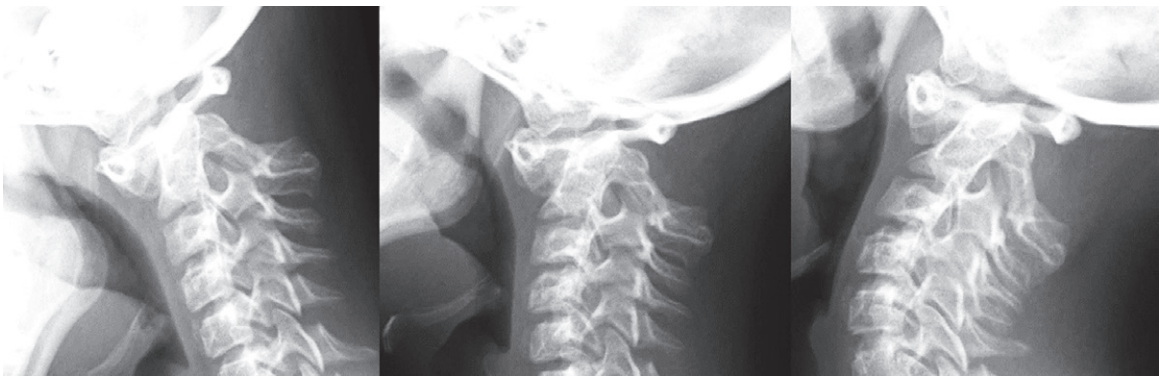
初診時 単純X線画像(頸椎 前屈位, 中間位, 後屈位)
